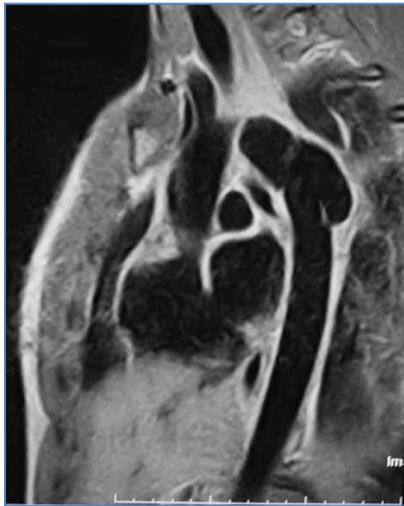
Angiorresonancia en un paciente portador de una transección aórtica traumática
